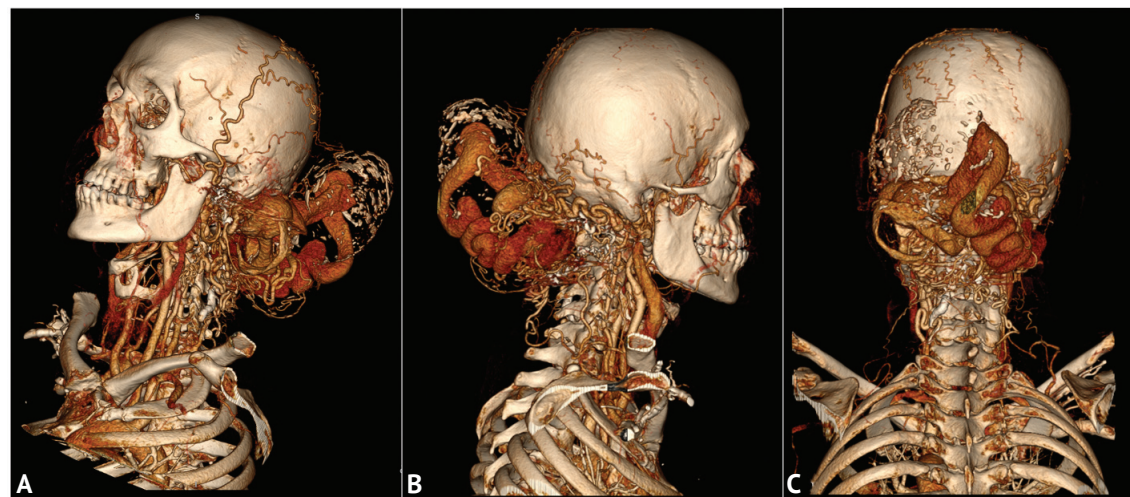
Разные проекции 3D компьютерно-томографической ангиограммы после эндоваскулярных этапов (А–С)
